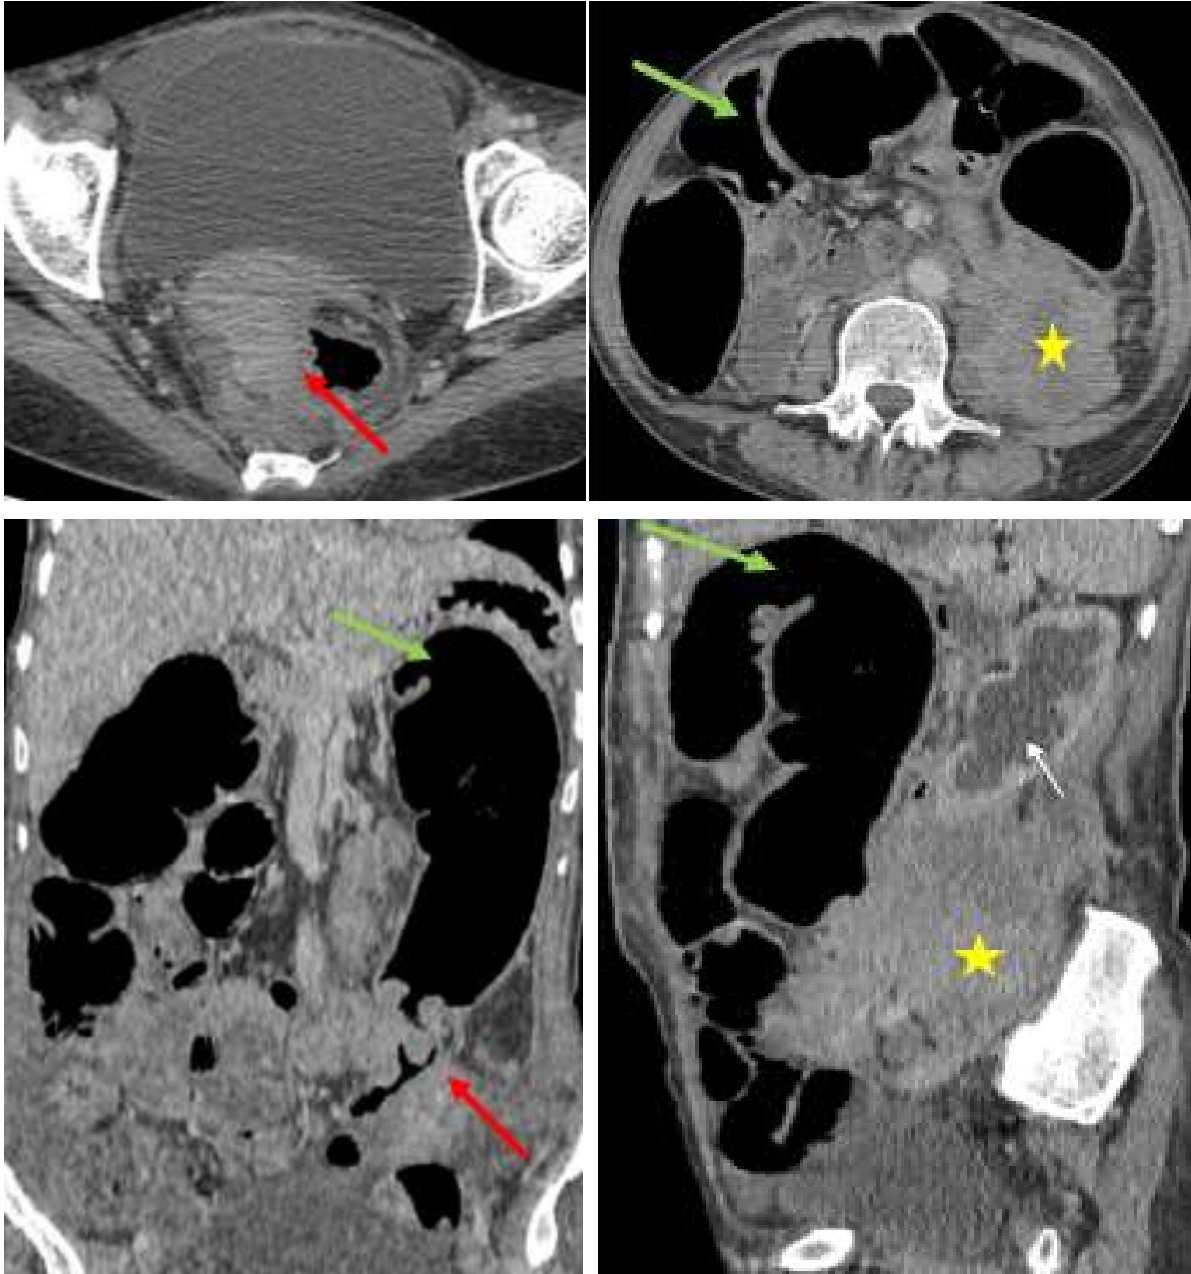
TDM abdomino pelvienne en coupes axiales et coronale montrant une occlusion colique sur invagination colo-colique (flèche rouge) avec épaissement pariétal irrégulier de l'anse invaginée. Notez l'importante distension du cæcum >9cm (Risque imminent d
